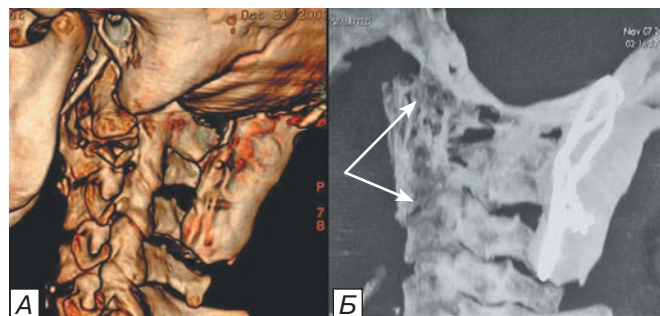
КТ краниовертебральной области в боковой проекции через 7 мес после комбинированной операции переднего спондилодеза аутооттрансплантатом на уровне C0-C3 и оксипитоспондилодеза на уровне C0-C1-C2-C3 с использованием титанового провода и костного цемента: а — в режиме 3D-реконструкции; б — видны четкие признаки формирования костного регенерата между передней частью большого затылочного отверстия и остатками тела C3 позвонка (указано стрелкой).
